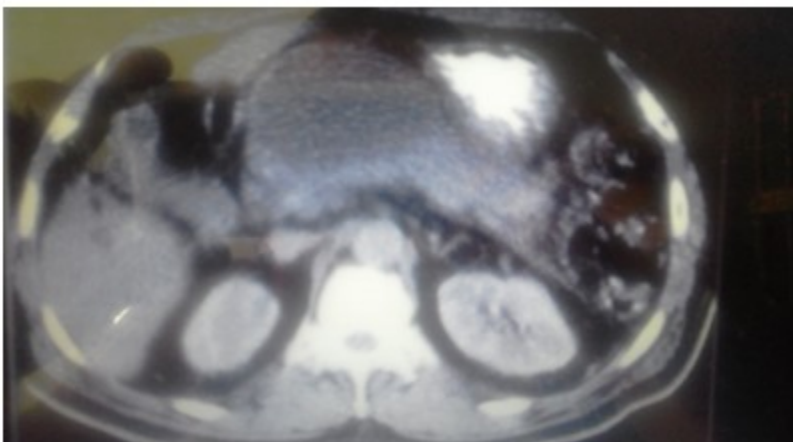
Imagen hipodensa sugestiva de pseudoquiste de páncreas por TAC de abdomen contrastada
